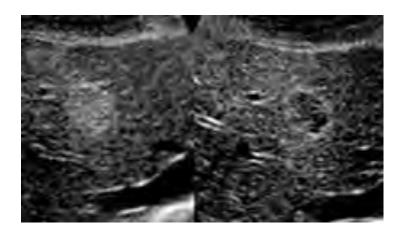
肝-6 マージナルストロングエコー 図. 肝-7 ワックスアンドウエインサイン (カテゴリー2)
